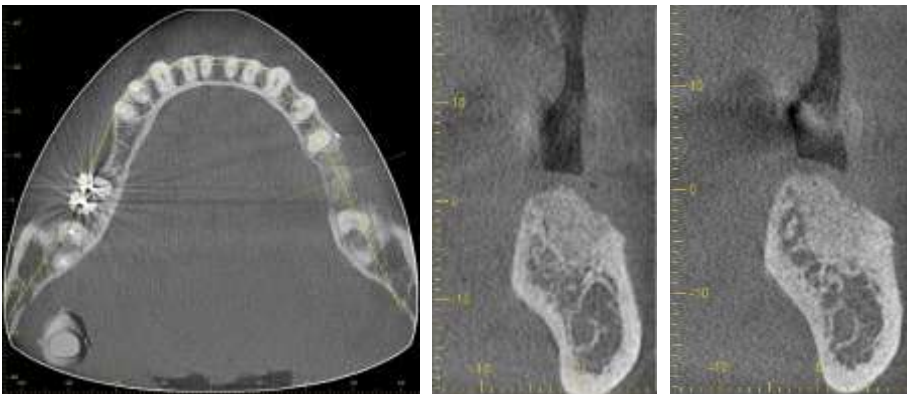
Секционные рентгеновские снимки области зуба 36.
